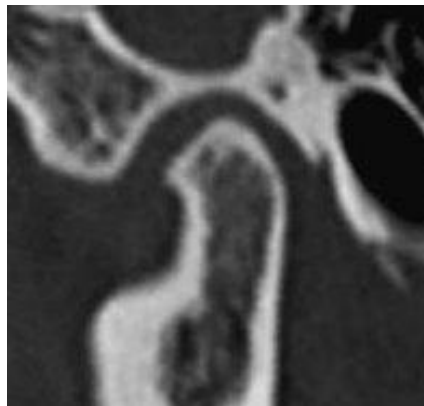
Corte sagital de tomografía computarizada de una ATM, con erosión condilar causada por artrosis.²⁴
